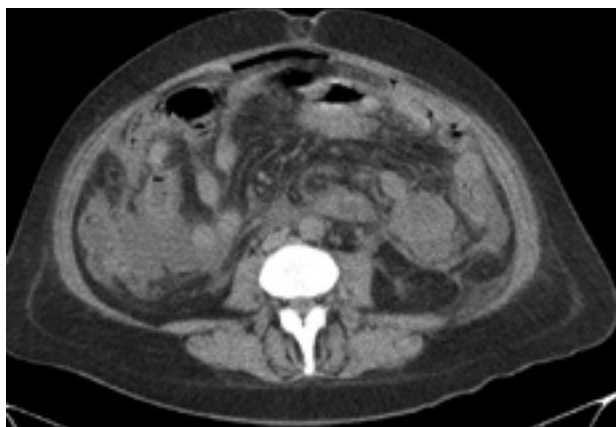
La tomografía resulta útil para objetivar pequeñas acumulaciones de aire extraluminal. Es el método de elección.
